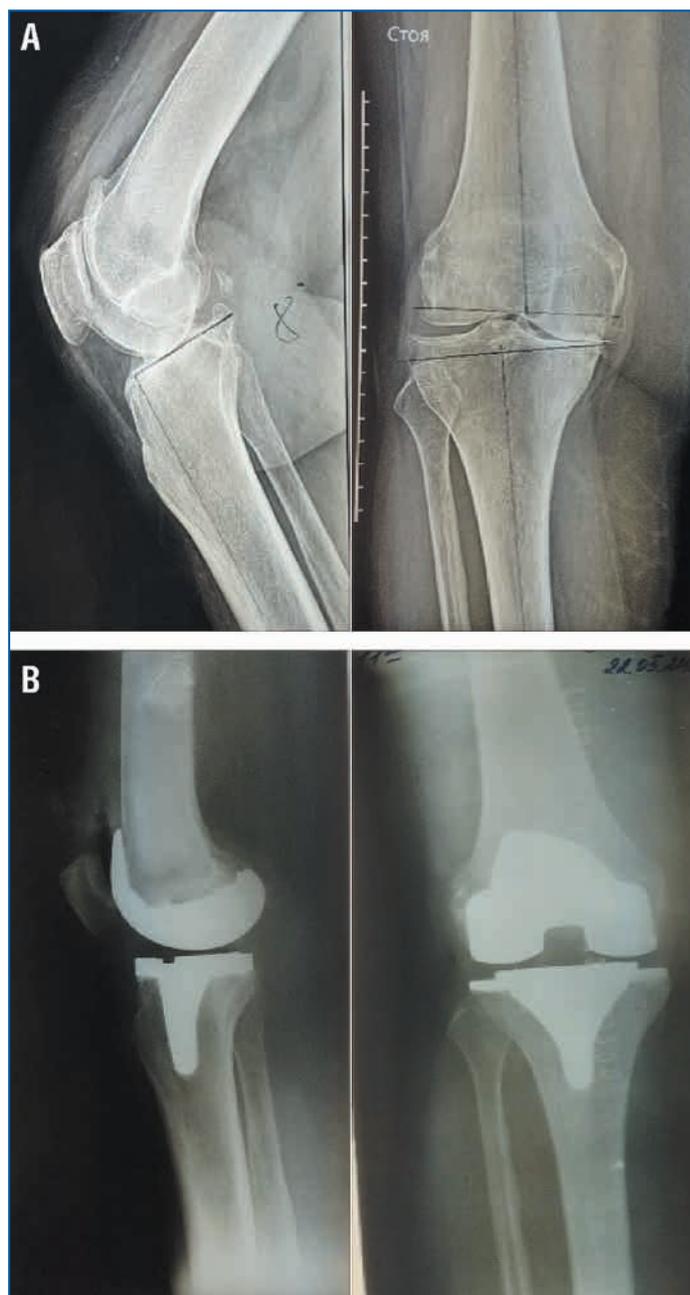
Рентгенограммы коленного сустава в двух проекциях пациентки Р. до (А) и после (В) операции
